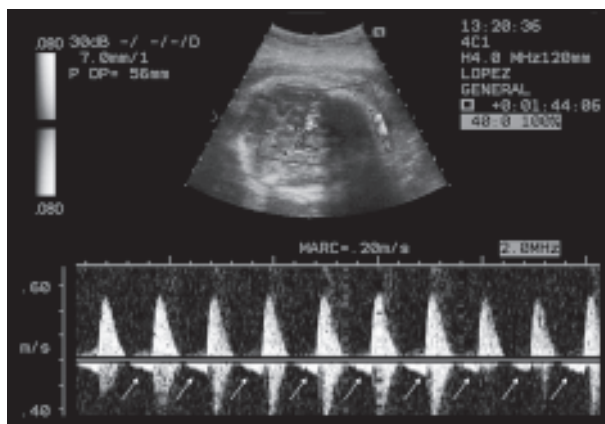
Estudio Doppler pulsado del segmento proximal de la arteria cerebral media en una gestación a término. Se observa un flujo inverso (flechas) en la arteria cerebral media. Esta hiperreflexia del segmento proximal como respuesta a la compresión externa de la vena umbilical (prueba de presión) se observó en un caso de crecimiento intrauterino retrasado. En condiciones normales puede observarse en algunos fetos prematuros pero desaparece en torno de las 32-33 semanas.
